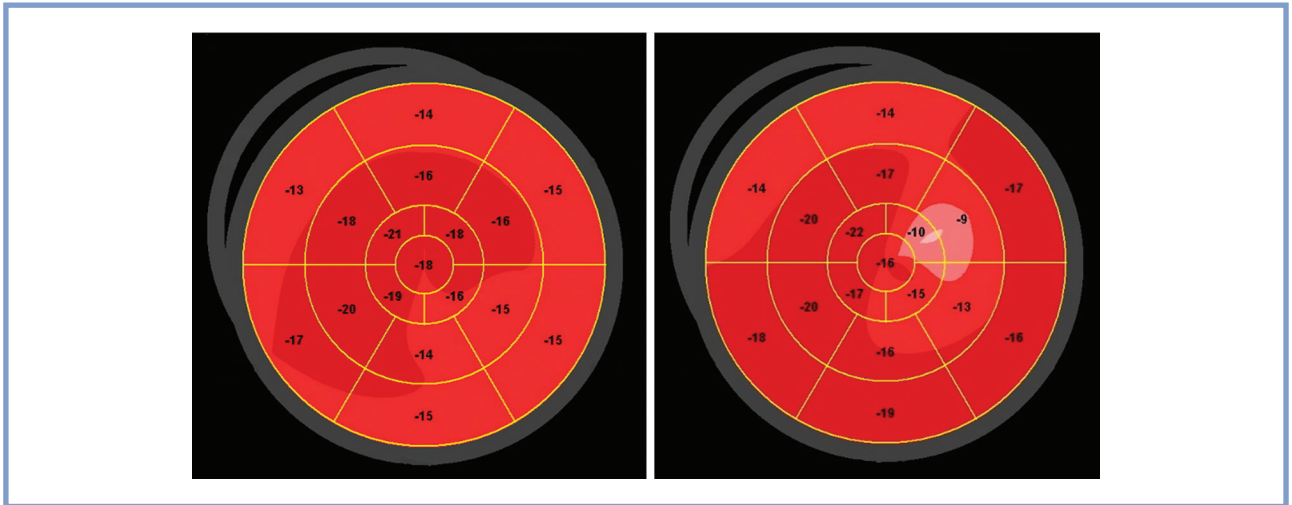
Варианты поражения левого желудочка при применении Speckle tracking echocardiography (STE).
